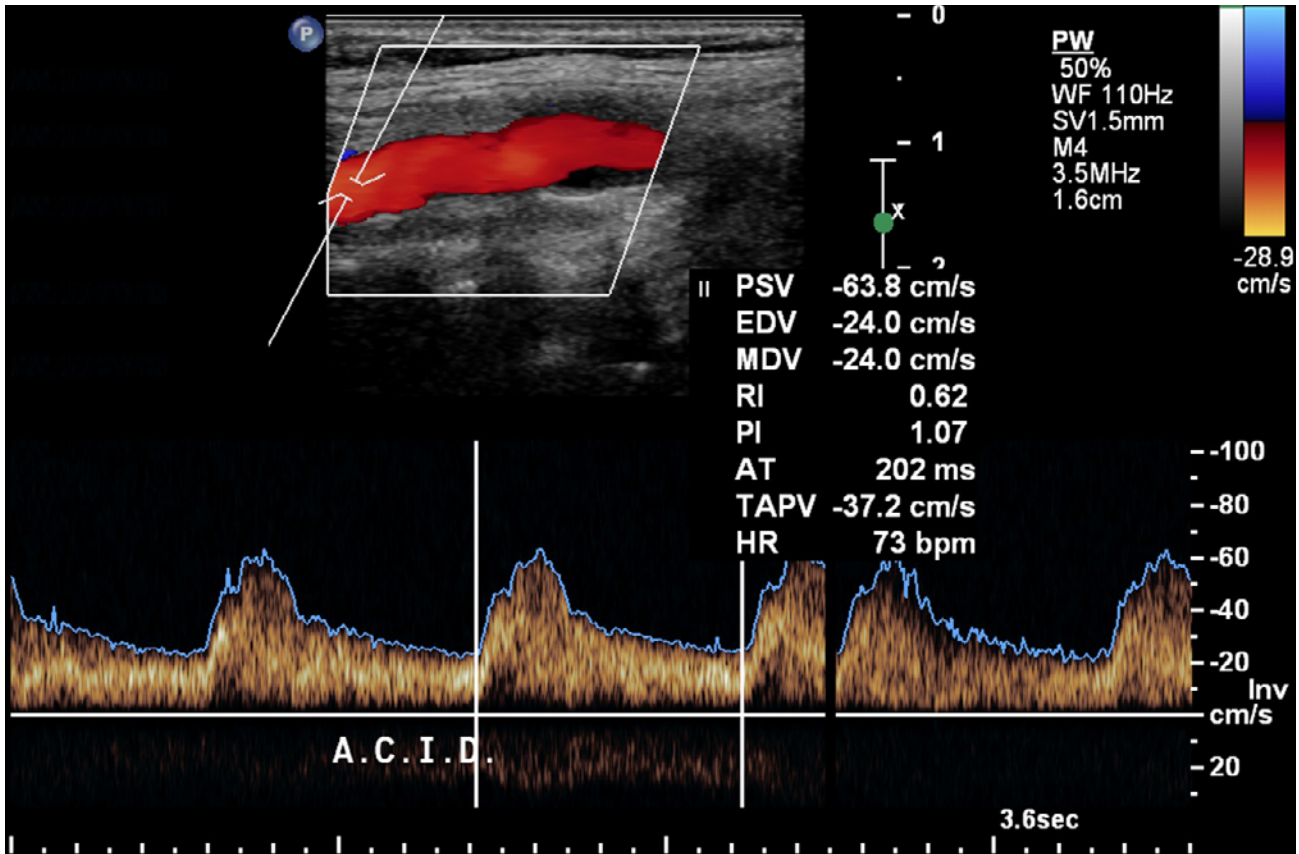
Doppler pulsado da artéria carótida interna
